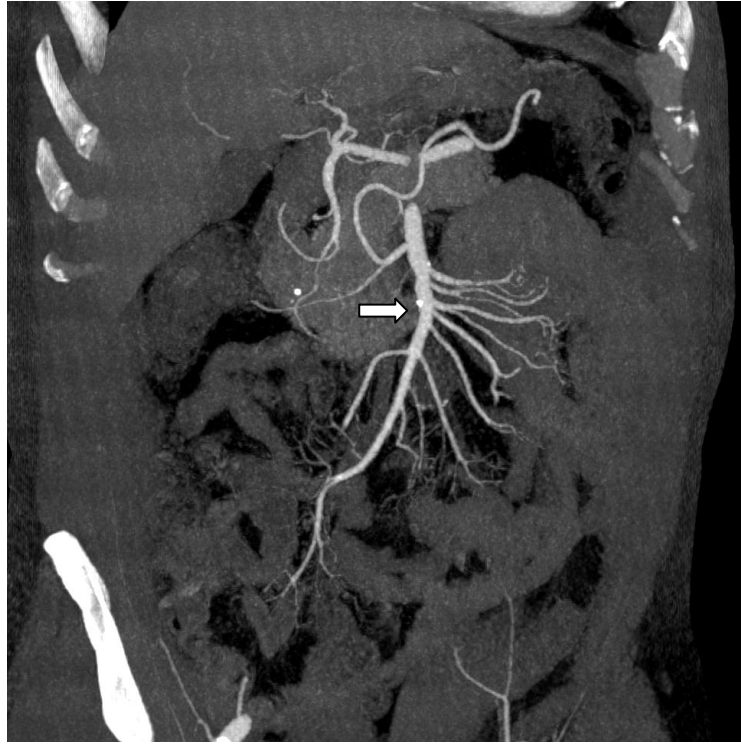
Aksiyel planda abdomen BT kesiti: yoğun kalsifik SMA plak (ok).
